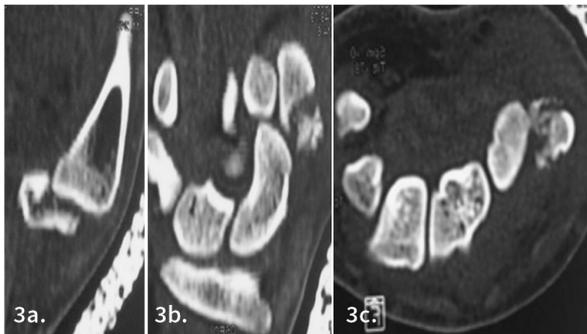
TAC, a y b. Corte coronal; c. Corte axial con fractura conminuta de trapecio más luxación ATM.
